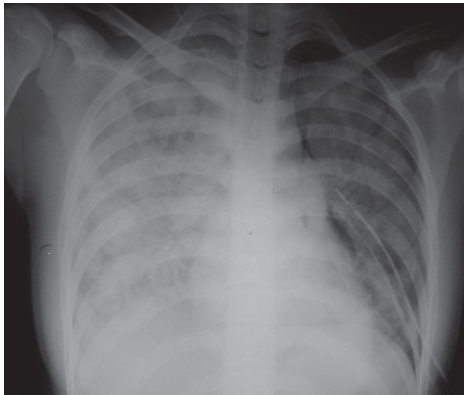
Radiografía de tórax posterior a lavado pulmonar.
